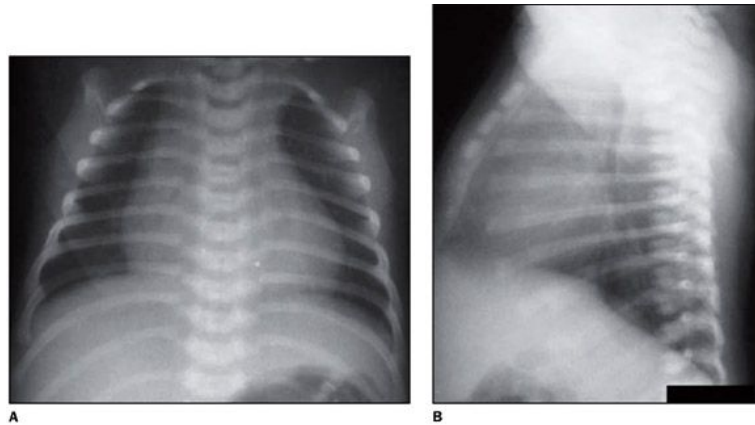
Radiografia de tórax em ântero-posterior e perfil, observando-se a imagem cárdio-tímica normal.
